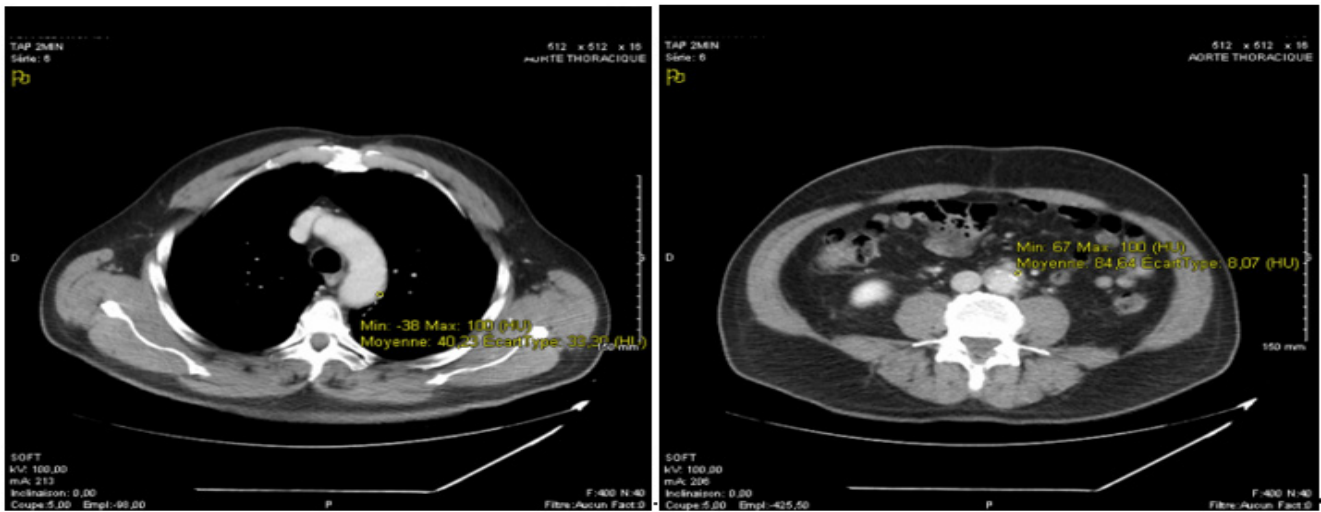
épaississement de l'aorte isthmique et péri-aortique sous rénale et iliaque commun proximal à la TDM thoraco-abdomino-pelvienne
